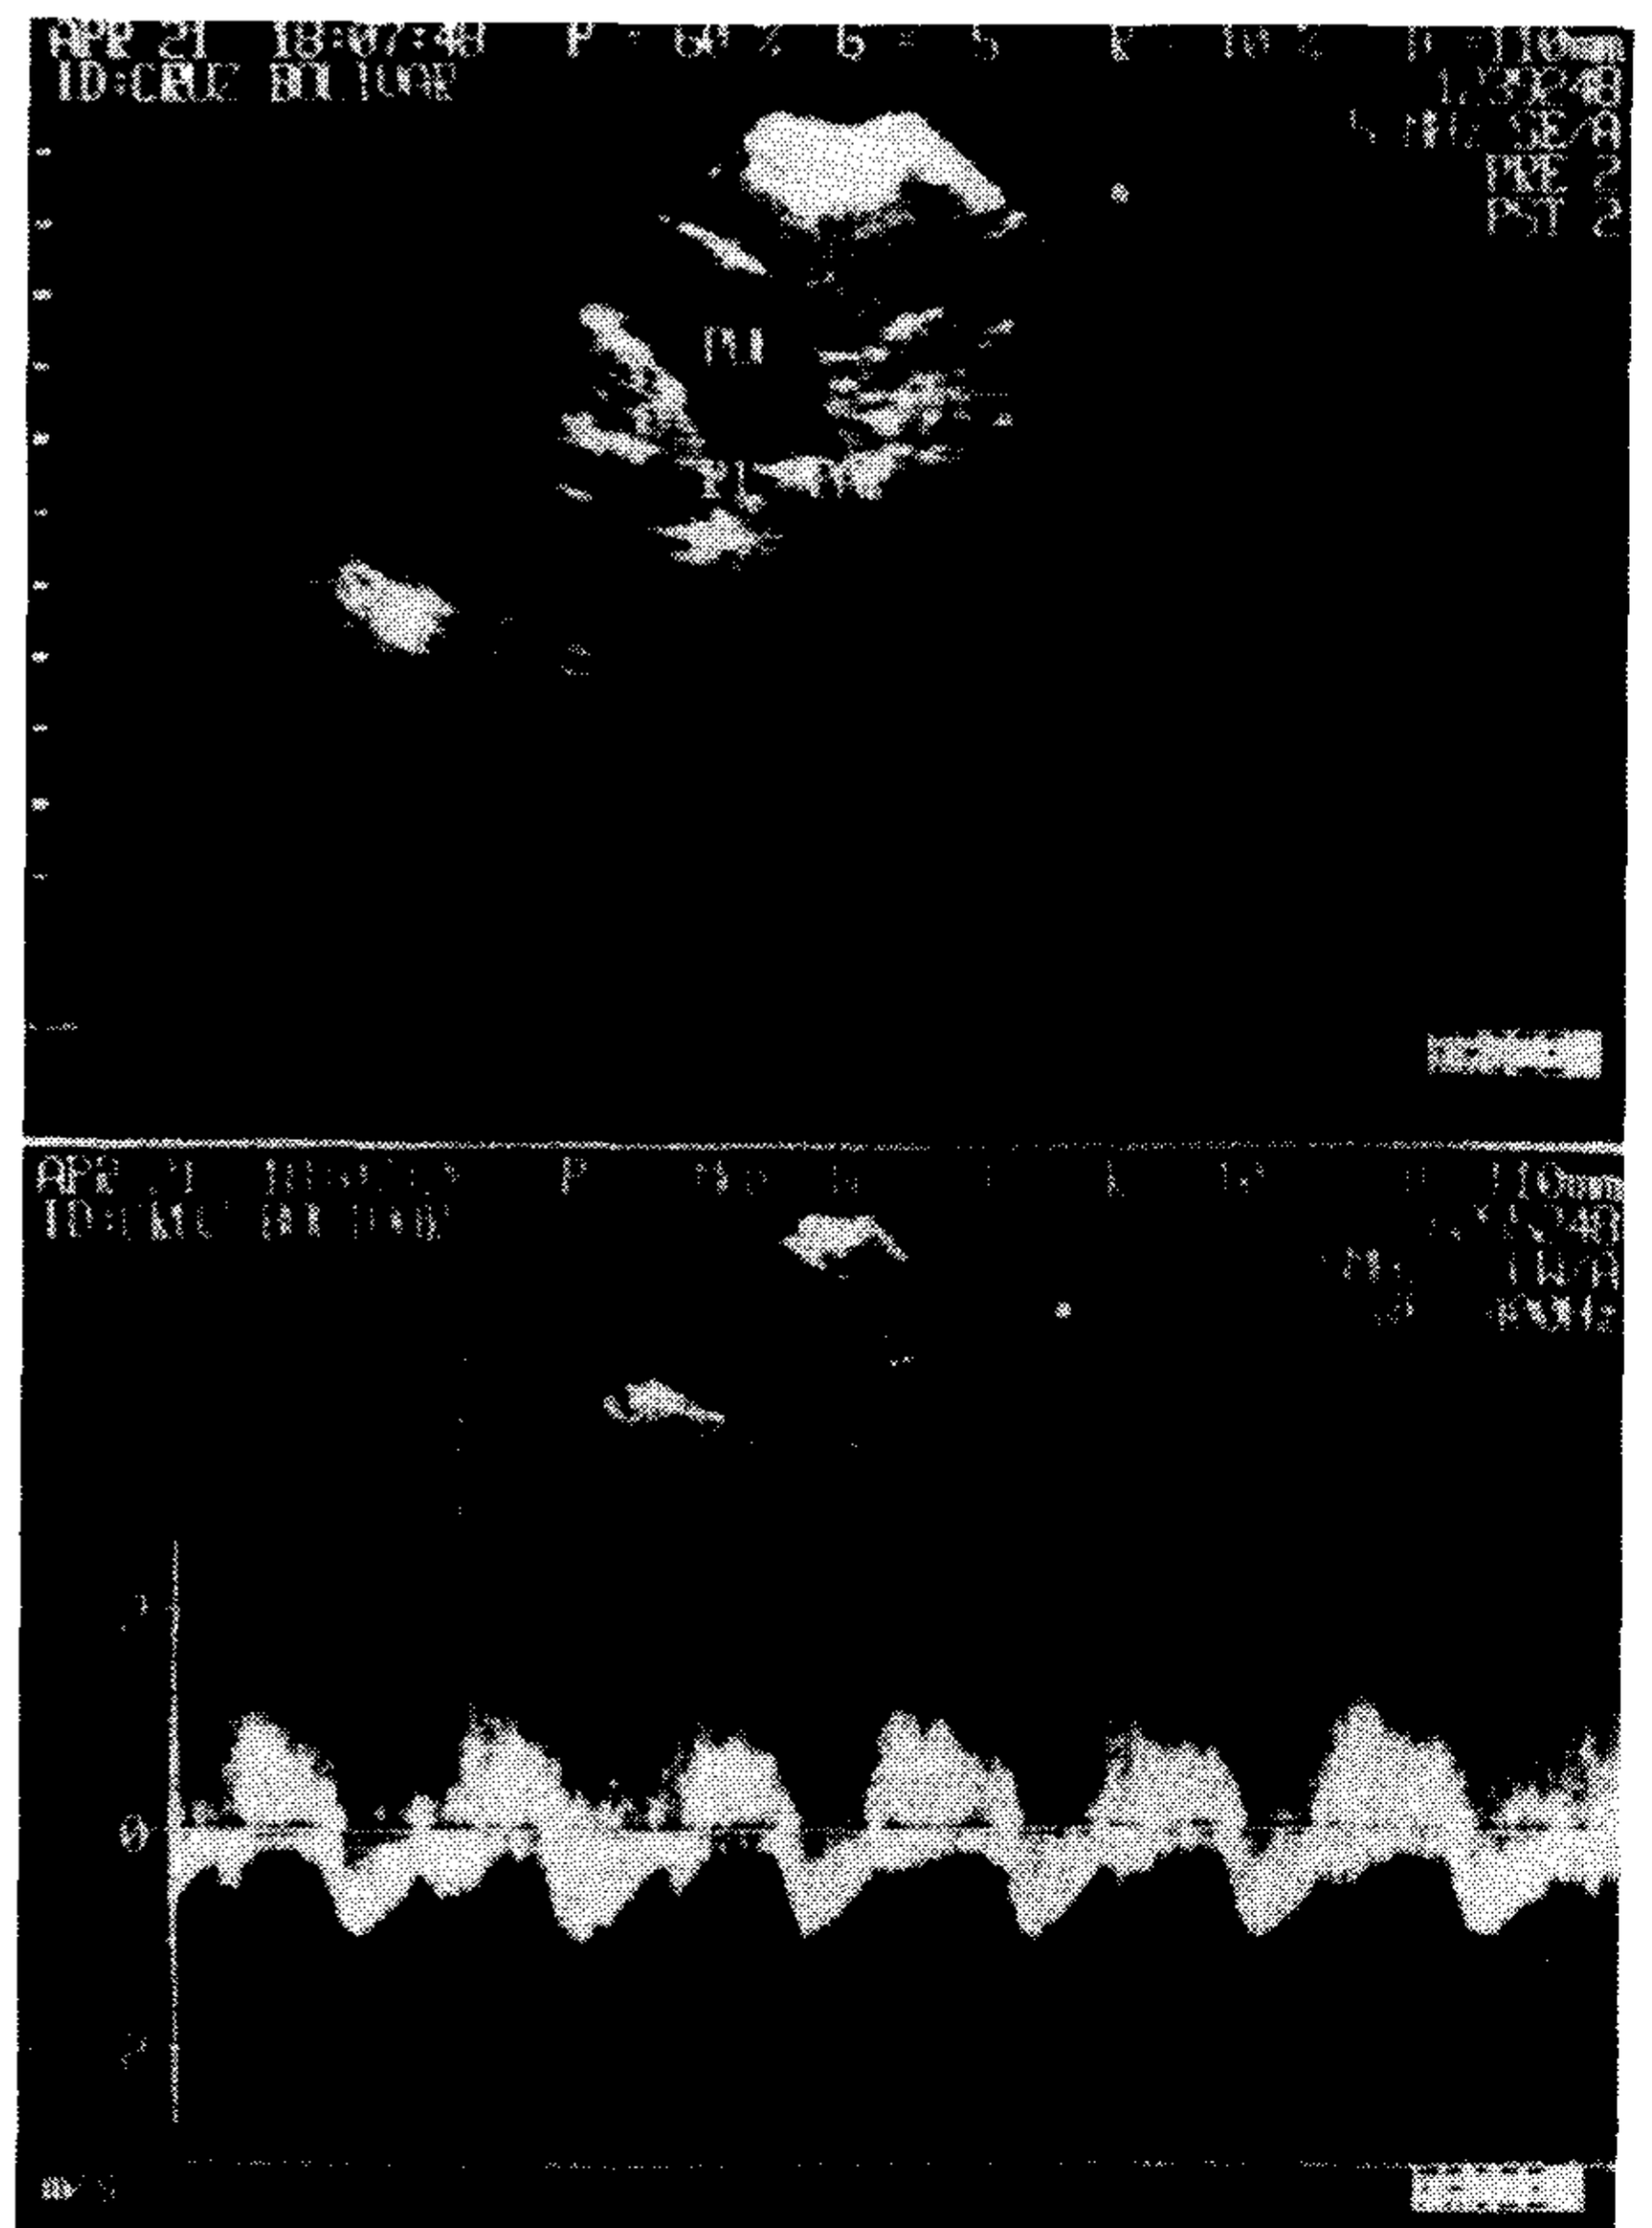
Ecocardiograma y Doppler del paciente número 1 mostrando el oclisor en el ductus y la presencia de cortocircuito residual.
